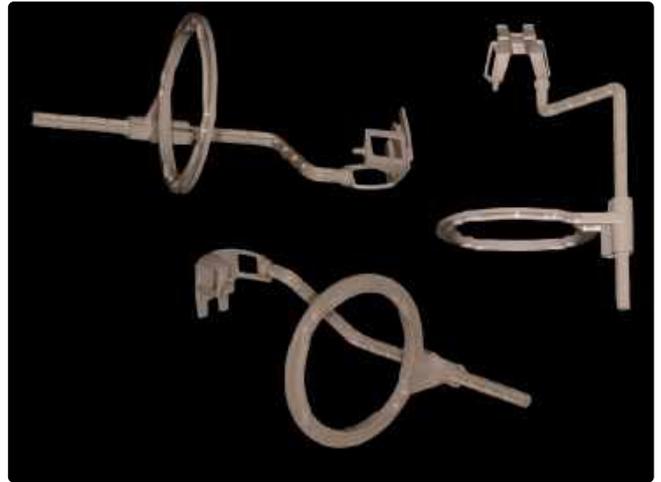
Centratore endodontico tipo RINN per l'esecuzione di radiografie intra-operatorie.
